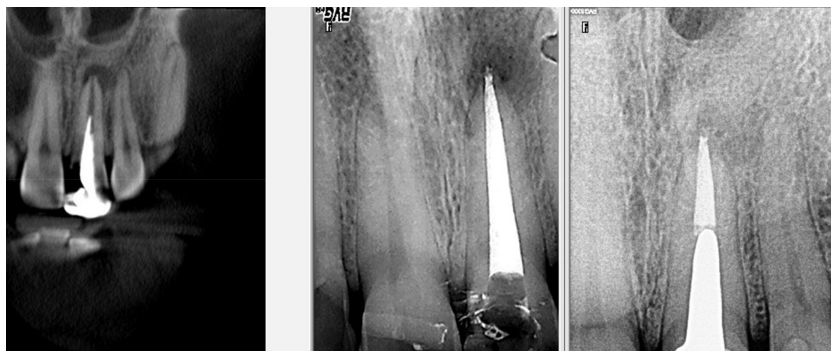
Пример сравнения данных КТ пациента до начала лечения 21 зуба, RVG сразу после постоянной obturации и спустя 6 месяцев после окончания лечения
